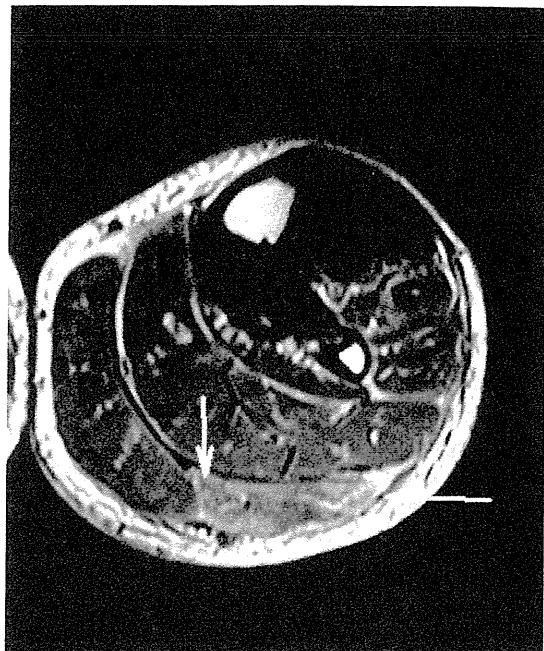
MRIにて、筋膜の浮腫および肥厚を認める。
